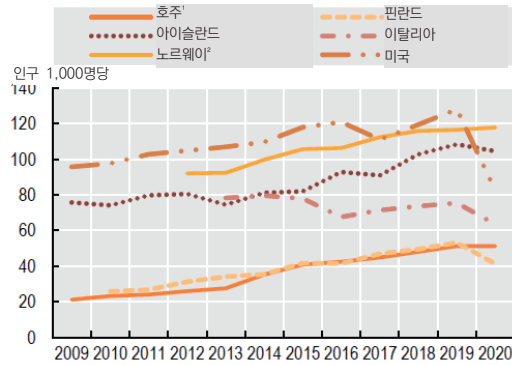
CT 검사의 추세, 선별 국가, 2009년~2020년
